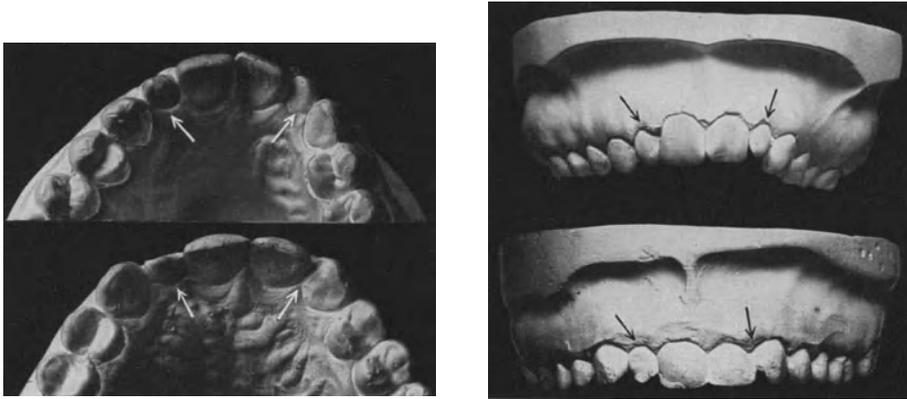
Verkümmern (Zapfenzahnbildung) und Nichtanlage der oberen seitlichen Schneidezähne bei einem ZZ-Paar (♀♂, 24 Jahre). Bei I sind beide  $\underline{2|2}$  schmale Zapfenzähne, bei II nur der rechte, der linke seitliche Schneidezahn fehlt dagegen überhaupt, wie das Röntgenbild bestätigt.
